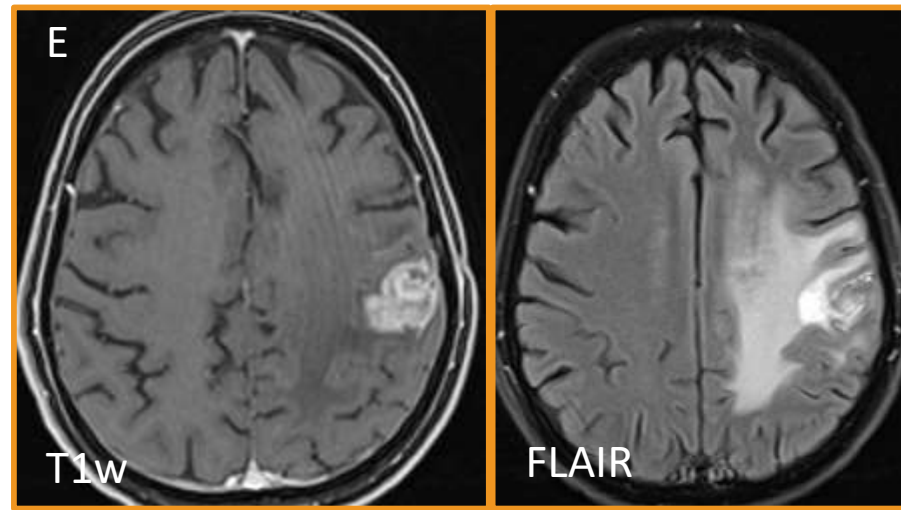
RM secuencial en un paciente de 62 años glioblastoma recurrente de alto grado, sometido a Viroterapia oncolítica intratumoral. (A) RM de diagnóstico muestra una lesión en la región frontal izquierda, compatible con glioblastoma. (B) RM de control muestra una cavidad postquirúrgica con una lesión pseudonodular sugestivo de recurrencia. (C) RM intraoperatoria tras la inoculación viral, con cambios esperados tras la inyección. (D-G) RM de seguimiento de 12 semanas revela una ligera reducción del tamaño de la lesión, compatible con la respuesta temprana al tratamiento/respuesta parcial según los criterios de iRANO
